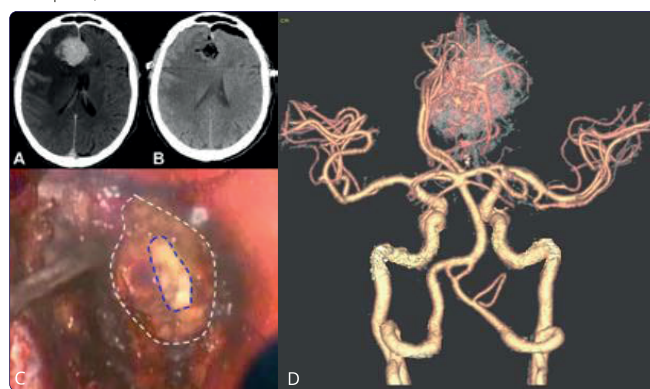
Снимки КТ с осевой нагрузкой до (А) и после операции (В). Снимок до операции, снимок (С), демонстрирующий поэтапную абляцию поражения. Белая заштрихованная область: поражение; синяя заштрихованная область: область поражения, удаленная лазером. (D) Предоперационная ангиография КТ.
